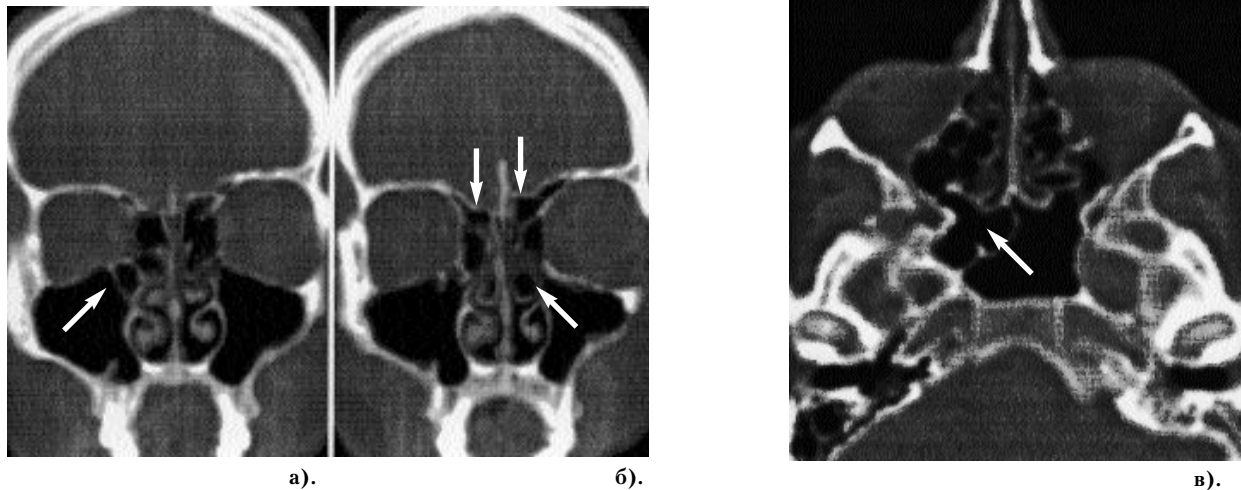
КТ околоносовых пазух больного А. в коронарной (а,б) и аксиальной (в) проекциях. В коронарной проекции определяется крупная клетка в переднем конце правой средней носовой раковины, слева — клетка Галлера, асимметрия дна передней черепной ямки. В аксиальной проекции выявляется сфеноидальная клетка, располагающаяся в решетчатой и клиновидной костях (указано стрелками)..
